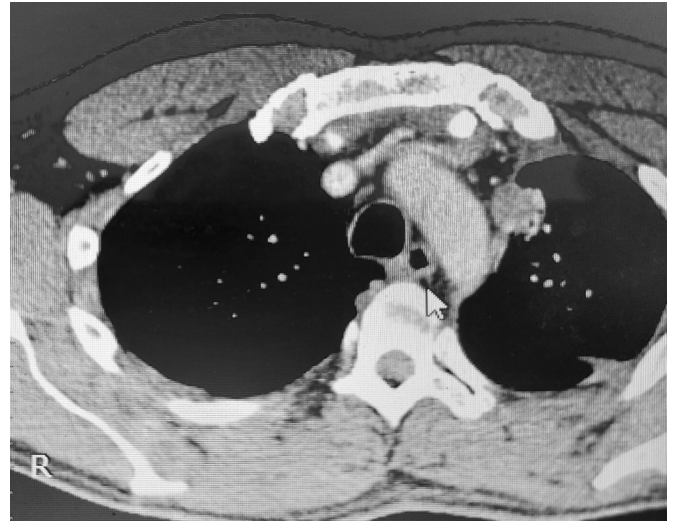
Компьютерная томография органов грудной клетки после операции
